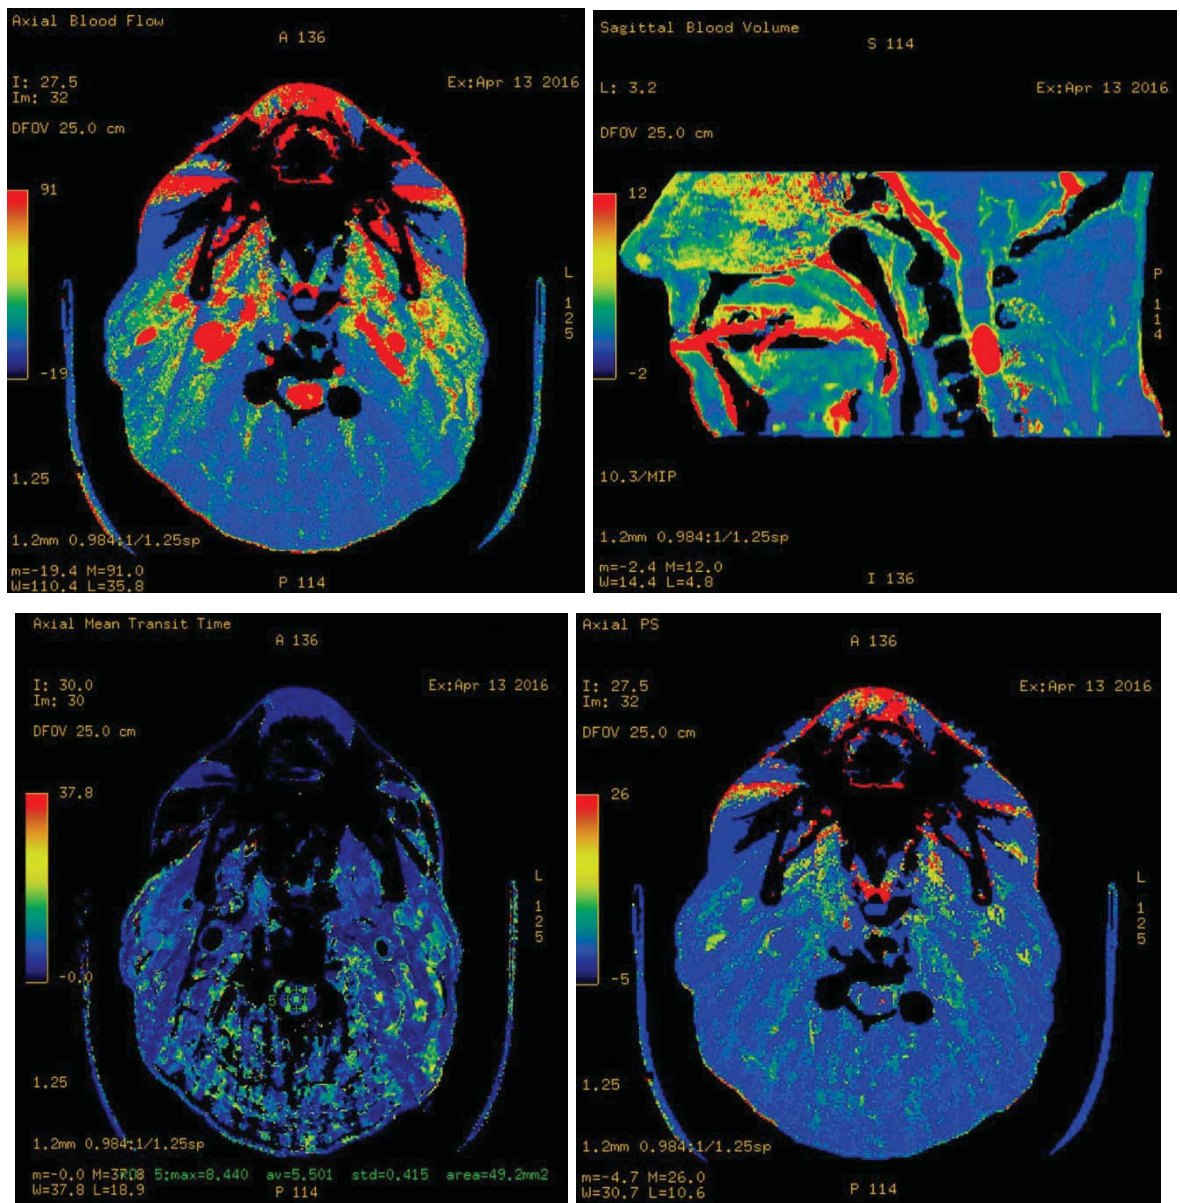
Перфузионные карты пациента с гемангиобластой на уровне позвонка С3 в режимах CBF, CBV, PS, MTT
